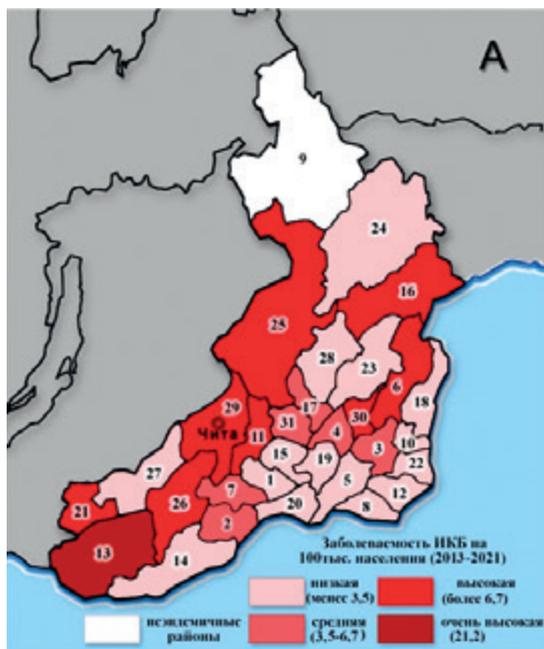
Ранжирование муниципальных образований Забайкальского края по уровню заболеваемости ИКБ (А) и СКТ (Б) за 2013–2021 гг.
